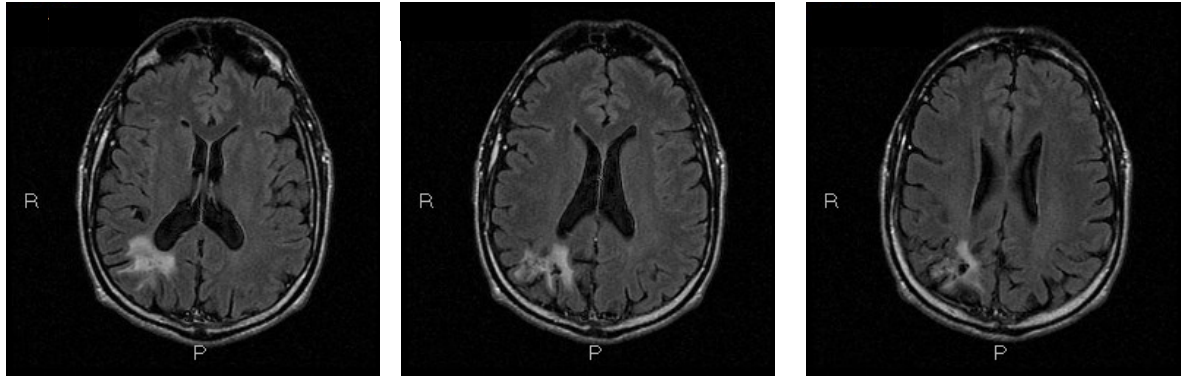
Ejemplo3. Hallazgos de RM que muestran la resolución de la radionecrosis tras el tratamiento corticoideo parenteral.
